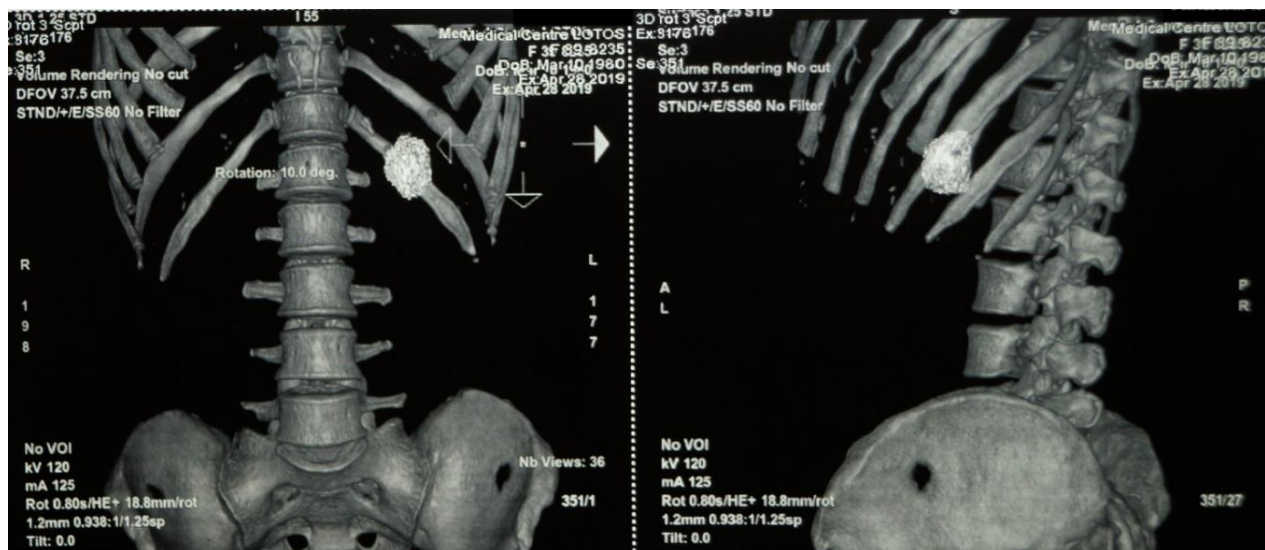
Опухоль хвоста поджелудочной железы (КТ-грамма, 3D-реконструкция).
